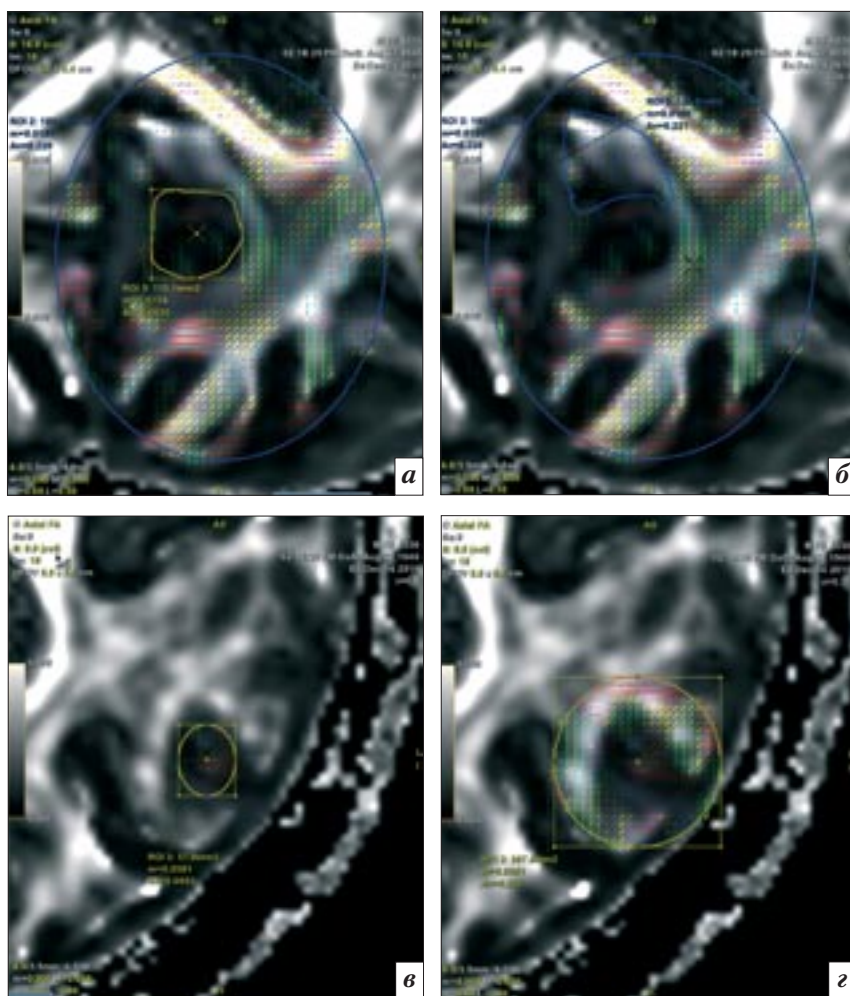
Карты основного вектора диффузии, полученные после CPX (а–г). При сравнении изображений до и после лечения видно, что происходит изменение направления диффузии и увеличение показателя FA (повышение яркости линий)
